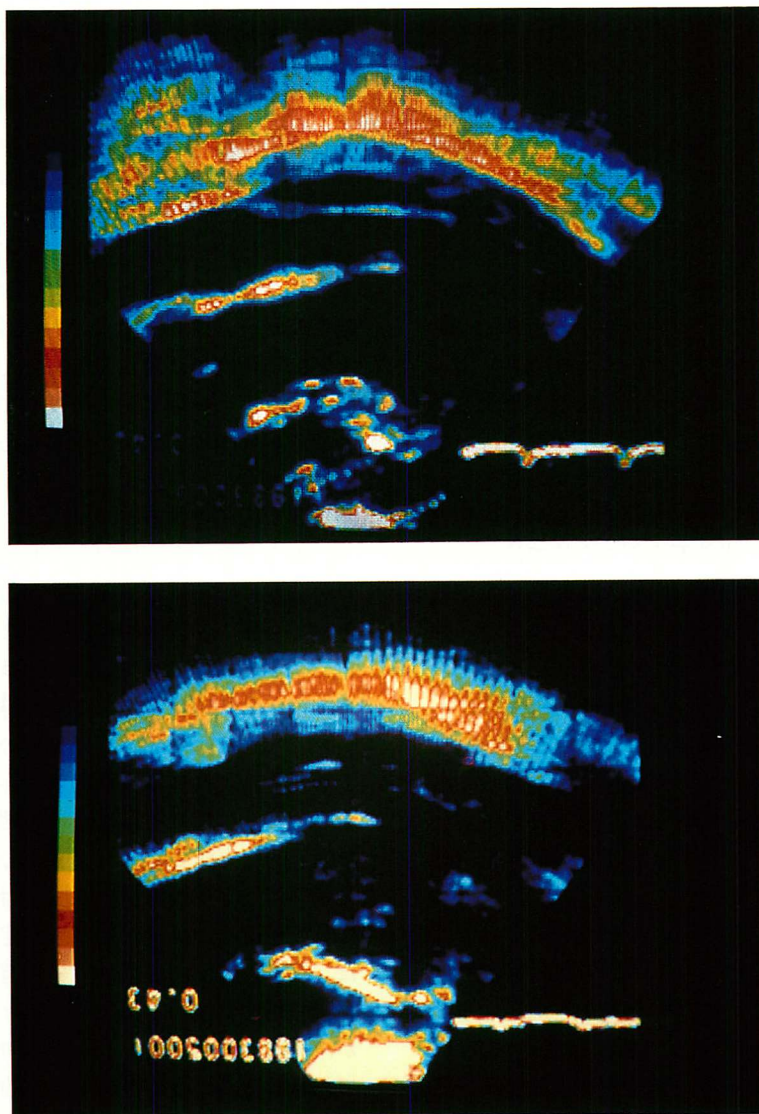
Color display of the echo intensity of two-dimensional echocardiogram in a normal subject (upper) and a case of old anteroseptal myocardial infarction (lower).
